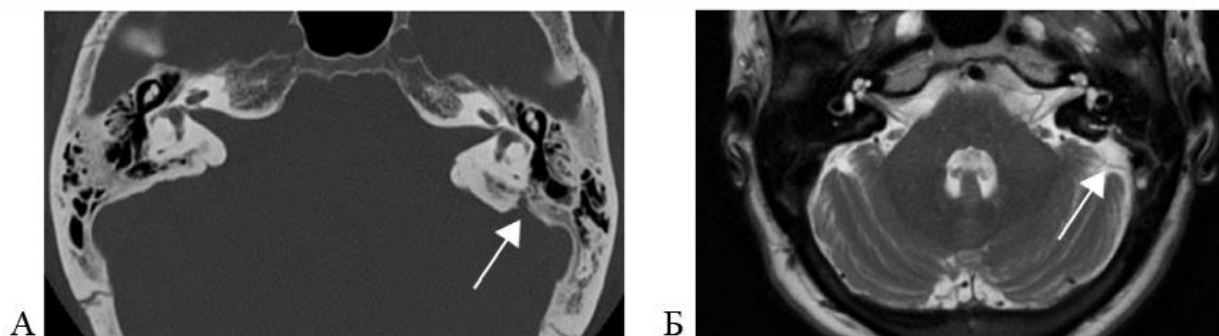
СОЛ II: А – ликворная фистула задней грани пирамиды по данным КТ; Б – aberrантные арахноидальные грануляции ЗЧЯ в зоне костного дефекта по МРТ
